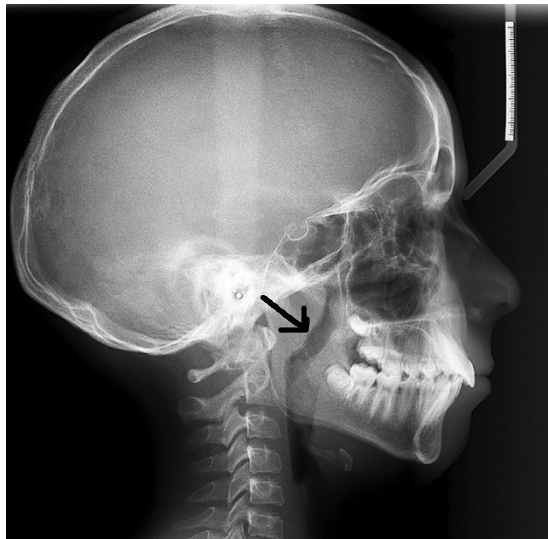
Téléradiographie de profil d'un patient présentant d'importantes tonsilles palatines et pharyngées (44).
